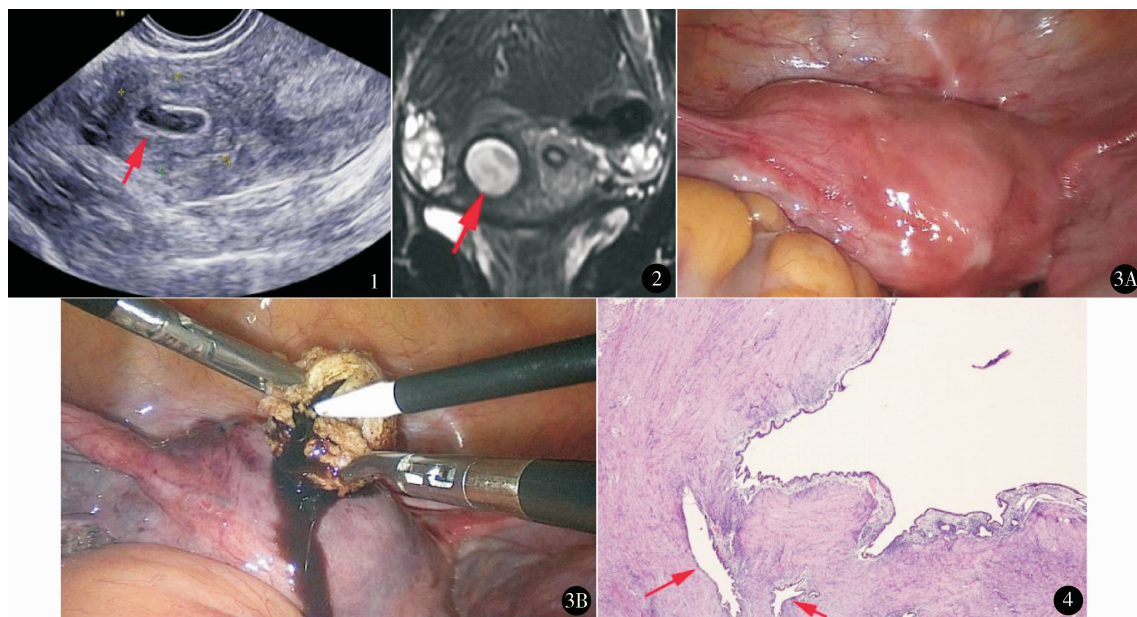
术前阴道超声提示子宫右前壁可见一直径约 2.2 cm 病灶,内含囊腔,直径约 0.9 cm。红色箭头指向囊腔表面被覆的子宫内膜样回声 图2 MRI T2 加权像病灶中心为由低到高密度影,周围包裹低密度影,红色箭头指向囊腔内部 图3 术中见病灶位于近左侧宫角圆韧带起点下方(A),打开囊腔,内见巧克力样液体流出(B) 图4 镜下见囊腔表面覆盖子宫内膜样上皮(HE 染色 $\times 40$)。红色箭头指向散在的子宫内膜腺体和间质细胞分布于邻近囊腔周围的子宫肌层内
